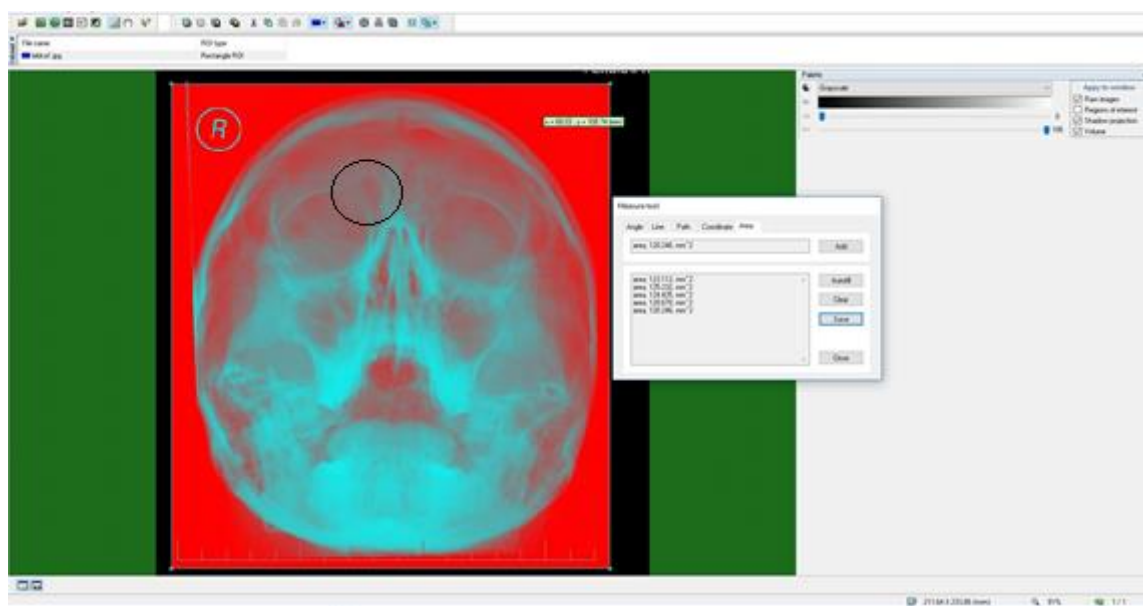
Poslední RTG snímek z roku 2016
